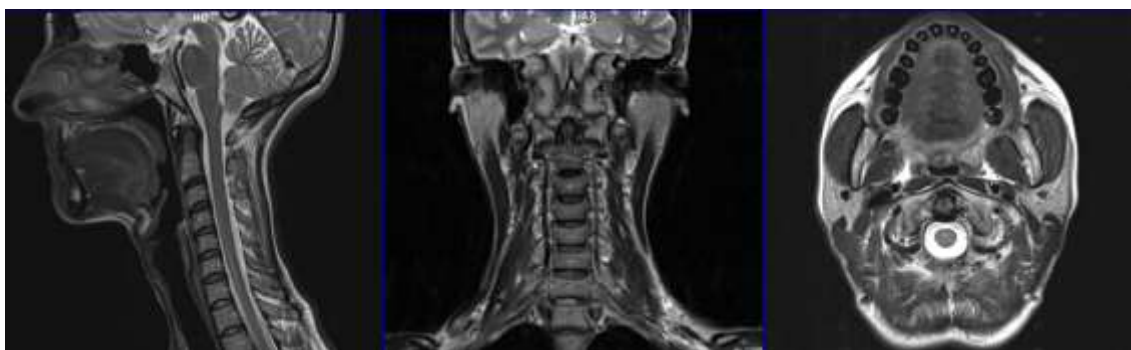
Exemplo das imagens obtidas, nos três planos ortogonais (sagital, coronal e axial) de um exame de RM
